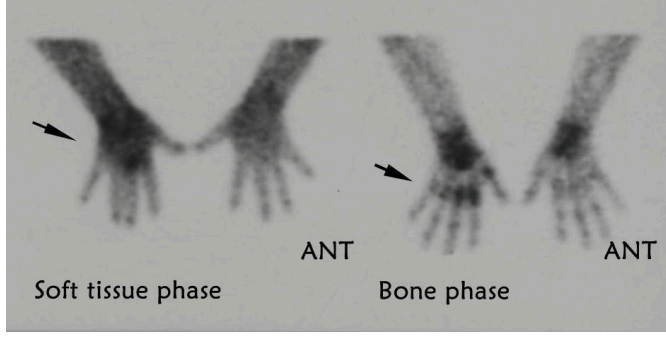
38 ya, erkek, işkenceden sonra 5. Gün, öyküde kabadayak, ve ellere parmakları zorlu çekme. Üç fazlı dinamik sintigrafide sağ el yumuşak doku ve kemiklerde tutulum. Bu bulgu yeni travma ile uyumludur.
